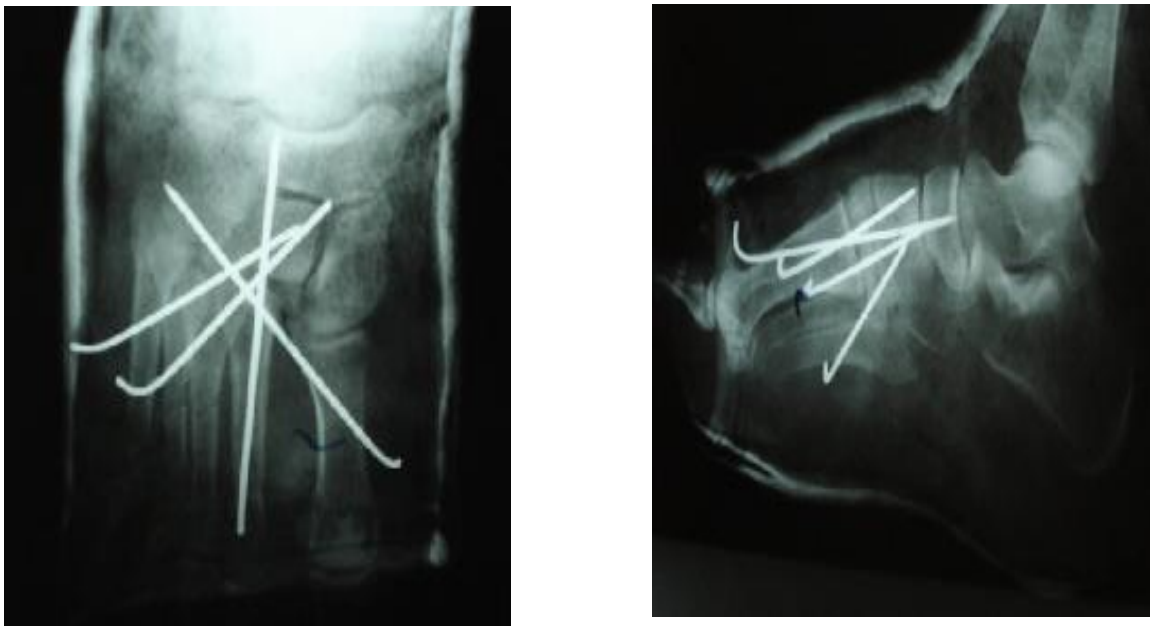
radiographie du pied face /profil de control réalisée après réduction et embrochage
